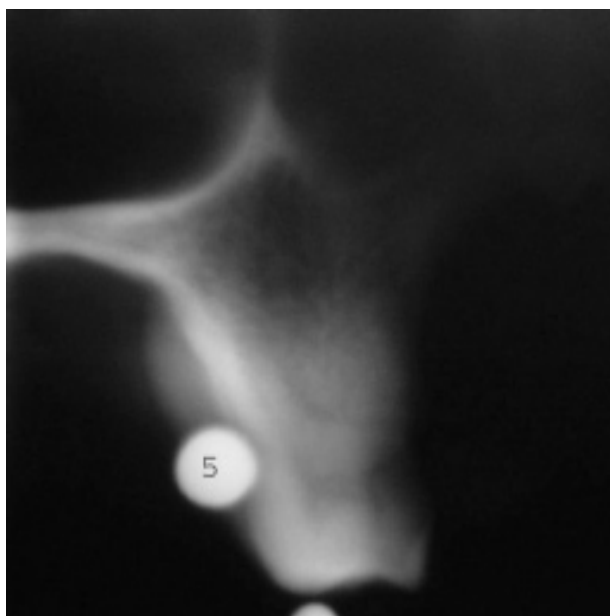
Posicionamiento en TAC.
